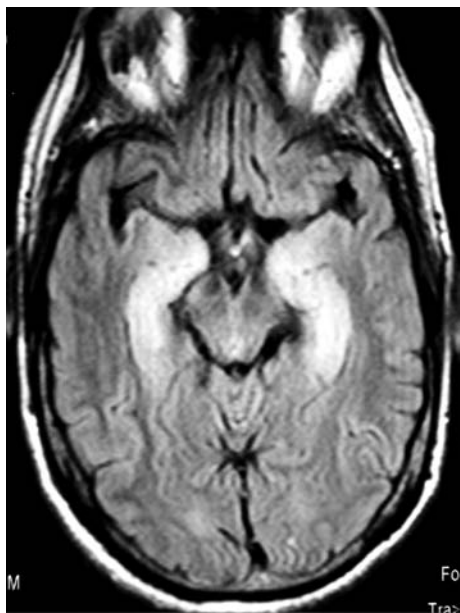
Resonancia magnética cerebral: encefalitis temporal bilateral.
